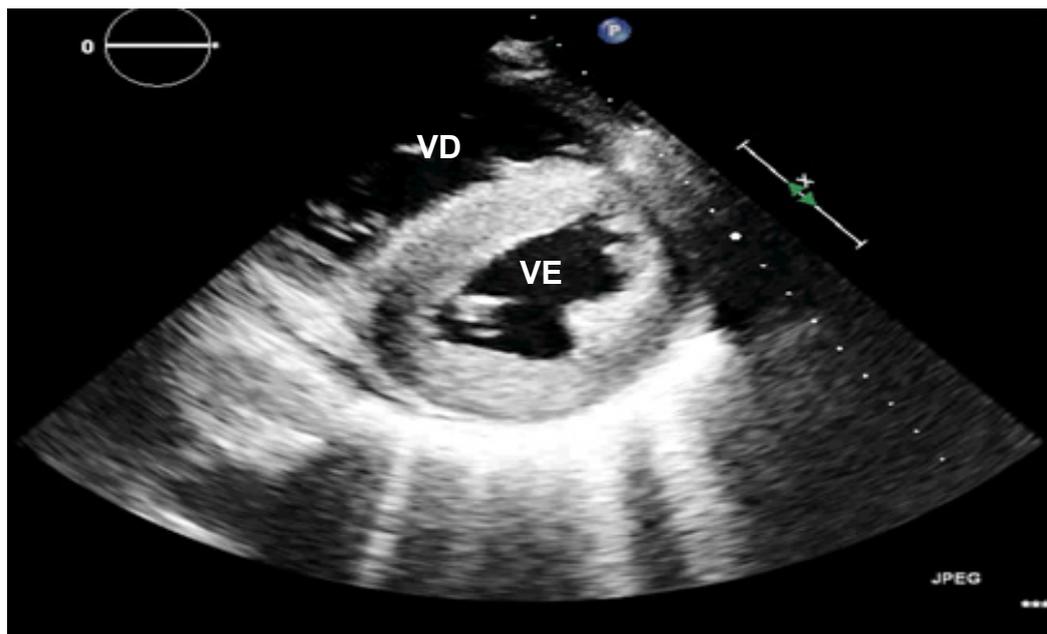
Ecocardiograma em projeção paraesternal transversal demonstrando aumento da espessura e aspecto em granular cintilante do miocárdio do ventrículo esquerdo. VE: ventrículo esquerdo; VD: ventrículo direito.
